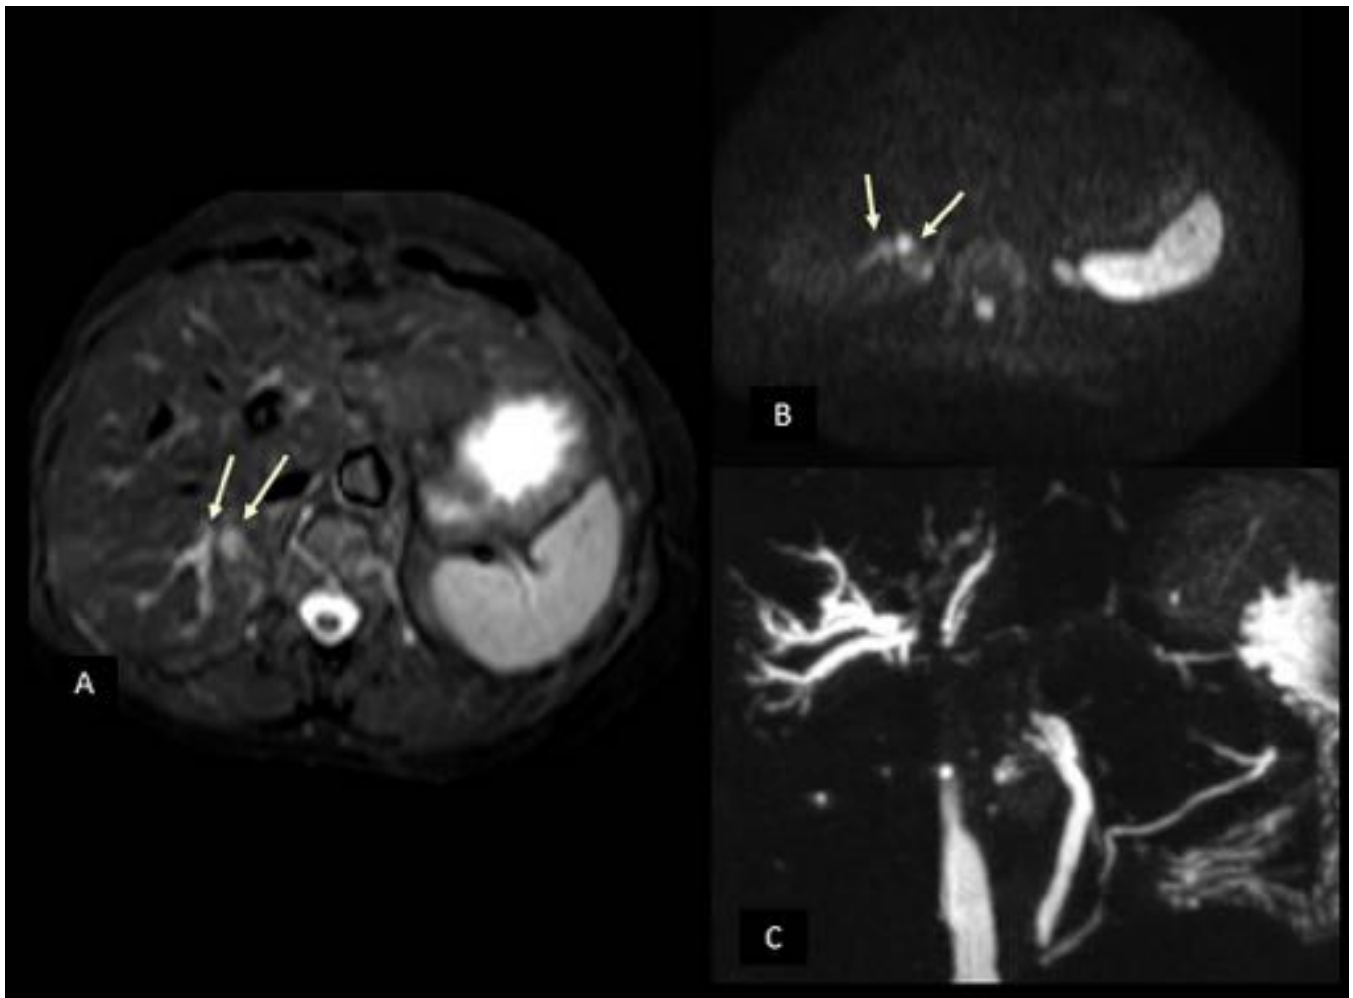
Metástasis de crecimiento intrabiliar condicionando dilatación de la vía biliar intrahepática. Se observa en RM T2 (A) dilatación segmentaria de la vía con dos lesiones hiperintensas en b1000 (B) correspondiente a metástasis (flechas). ColangioRM (C): muestra dilatación de la vía biliar intrahepática.
